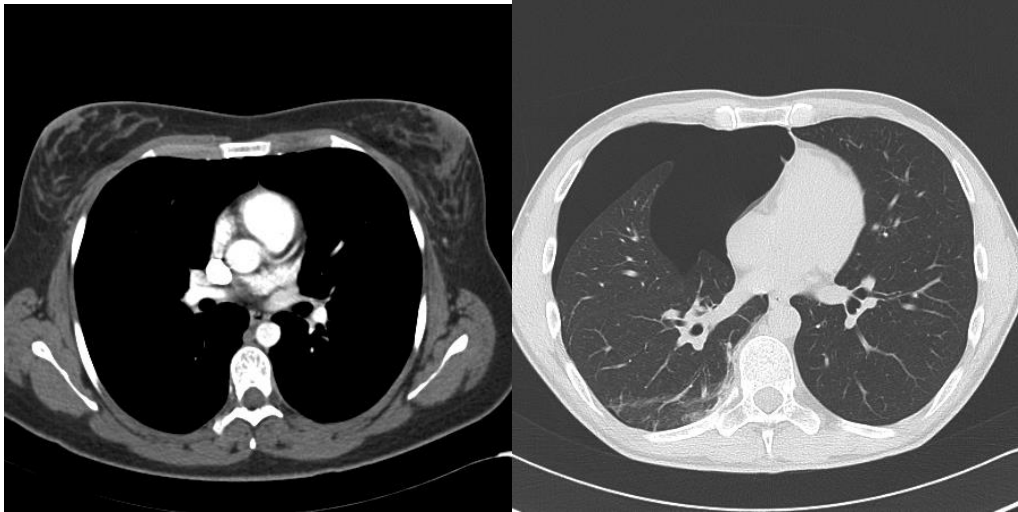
Imágenes de TC de tórax. (a) Ventana de mediastino y (b) Ventana de parénquima pulmonar, siempre se debe revisar ambas ventanas antes de finalizar el examen. En (b) se observa hallazgo de Neumotórax del pulmón derecho
